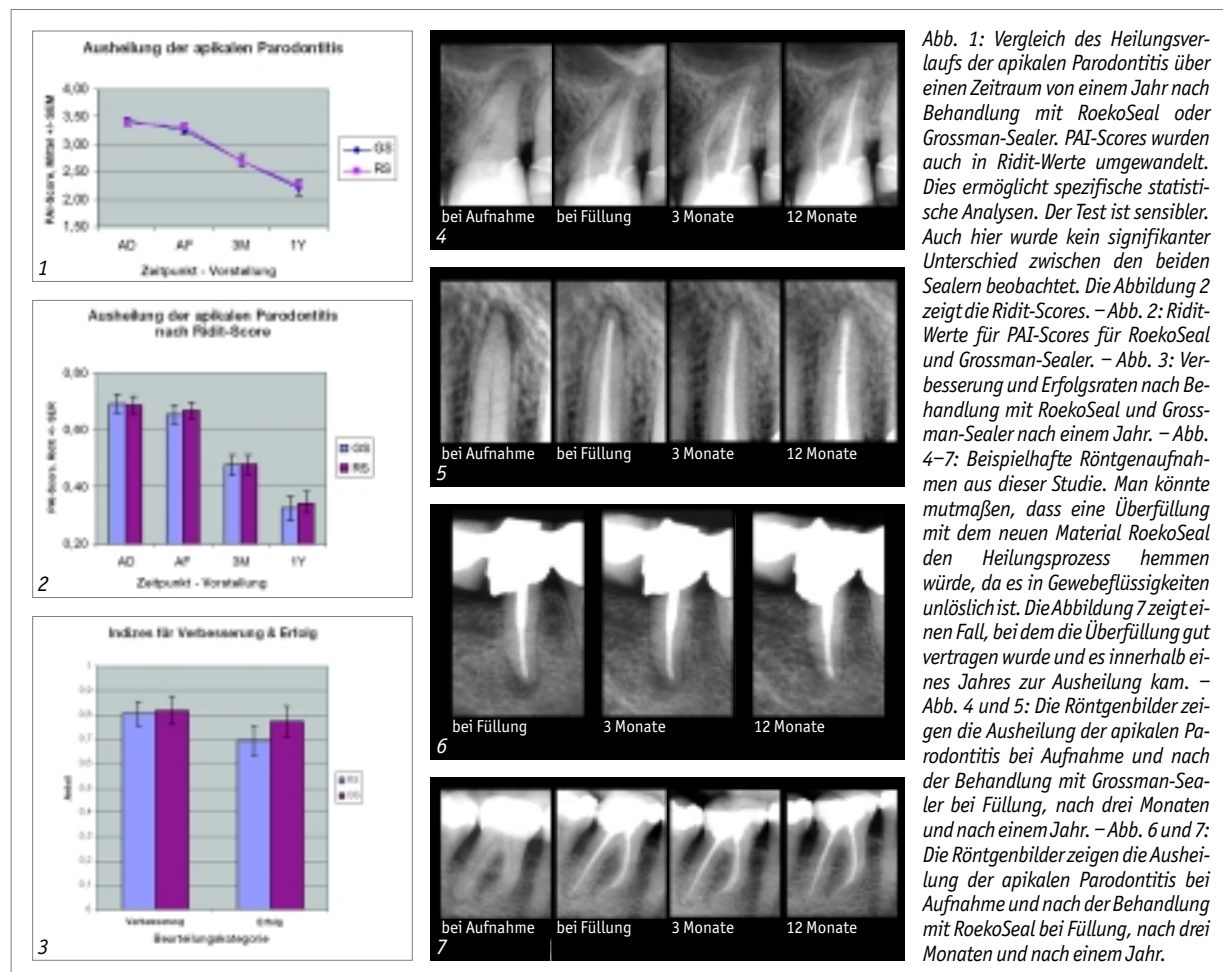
Vergleich des Heilungsverlaufs der apikalen Parodontitis über einen Zeitraum von einem Jahr nach Behandlung mit RoekoSeal oder Grossman-Sealer. PAI-Scores wurden auch in Ridit-Werte umgewandelt. Dies ermöglicht spezifische statistische Analysen. Der Test ist sensibler. Auch hier wurde kein signifikanter Unterschied zwischen den beiden Sealern beobachtet. Die Abbildung 2 zeigt die Ridit-Scores. – Abb. 2: Ridit-Werte für PAI-Scores für RoekoSeal und Grossman-Sealer. – Abb. 3: Verbesserung und Erfolgsraten nach Behandlung mit RoekoSeal und Grossman-Sealer nach einem Jahr. – Abb. 4–7: Beispielhafte Röntgenaufnahmen aus dieser Studie. Man könnte mutmaßen, dass eine Überfüllung mit dem neuen Material RoekoSeal den Heilungsprozess hemmen würde, da es in Gewebeflüssigkeiten unlöslich ist. Die Abbildung 7 zeigt einen Fall, bei dem die Überfüllung gut vertragen wurde und es innerhalb eines Jahres zur Ausheilung kam. – Abb. 4 und 5: Die Röntgenbilder zeigen die Ausheilung der apikalen Parodontitis bei Aufnahme und nach der Behandlung mit Grossman-Sealer bei Füllung, nach drei Monaten und nach einem Jahr. – Abb. 6 und 7: Die Röntgenbilder zeigen die Ausheilung der apikalen Parodontitis bei Aufnahme und nach der Behandlung mit RoekoSeal bei Füllung, nach drei Monaten und nach einem Jahr.
